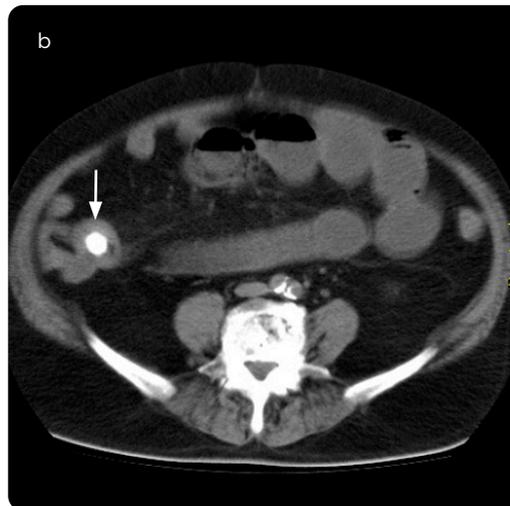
a y b) TAC de abdomen simple, coronal y axial: Zona de transición en la válvula ileocecal. Se identifica imagen redondeada, de alta densidad, que corresponde a cálculo biliar.
